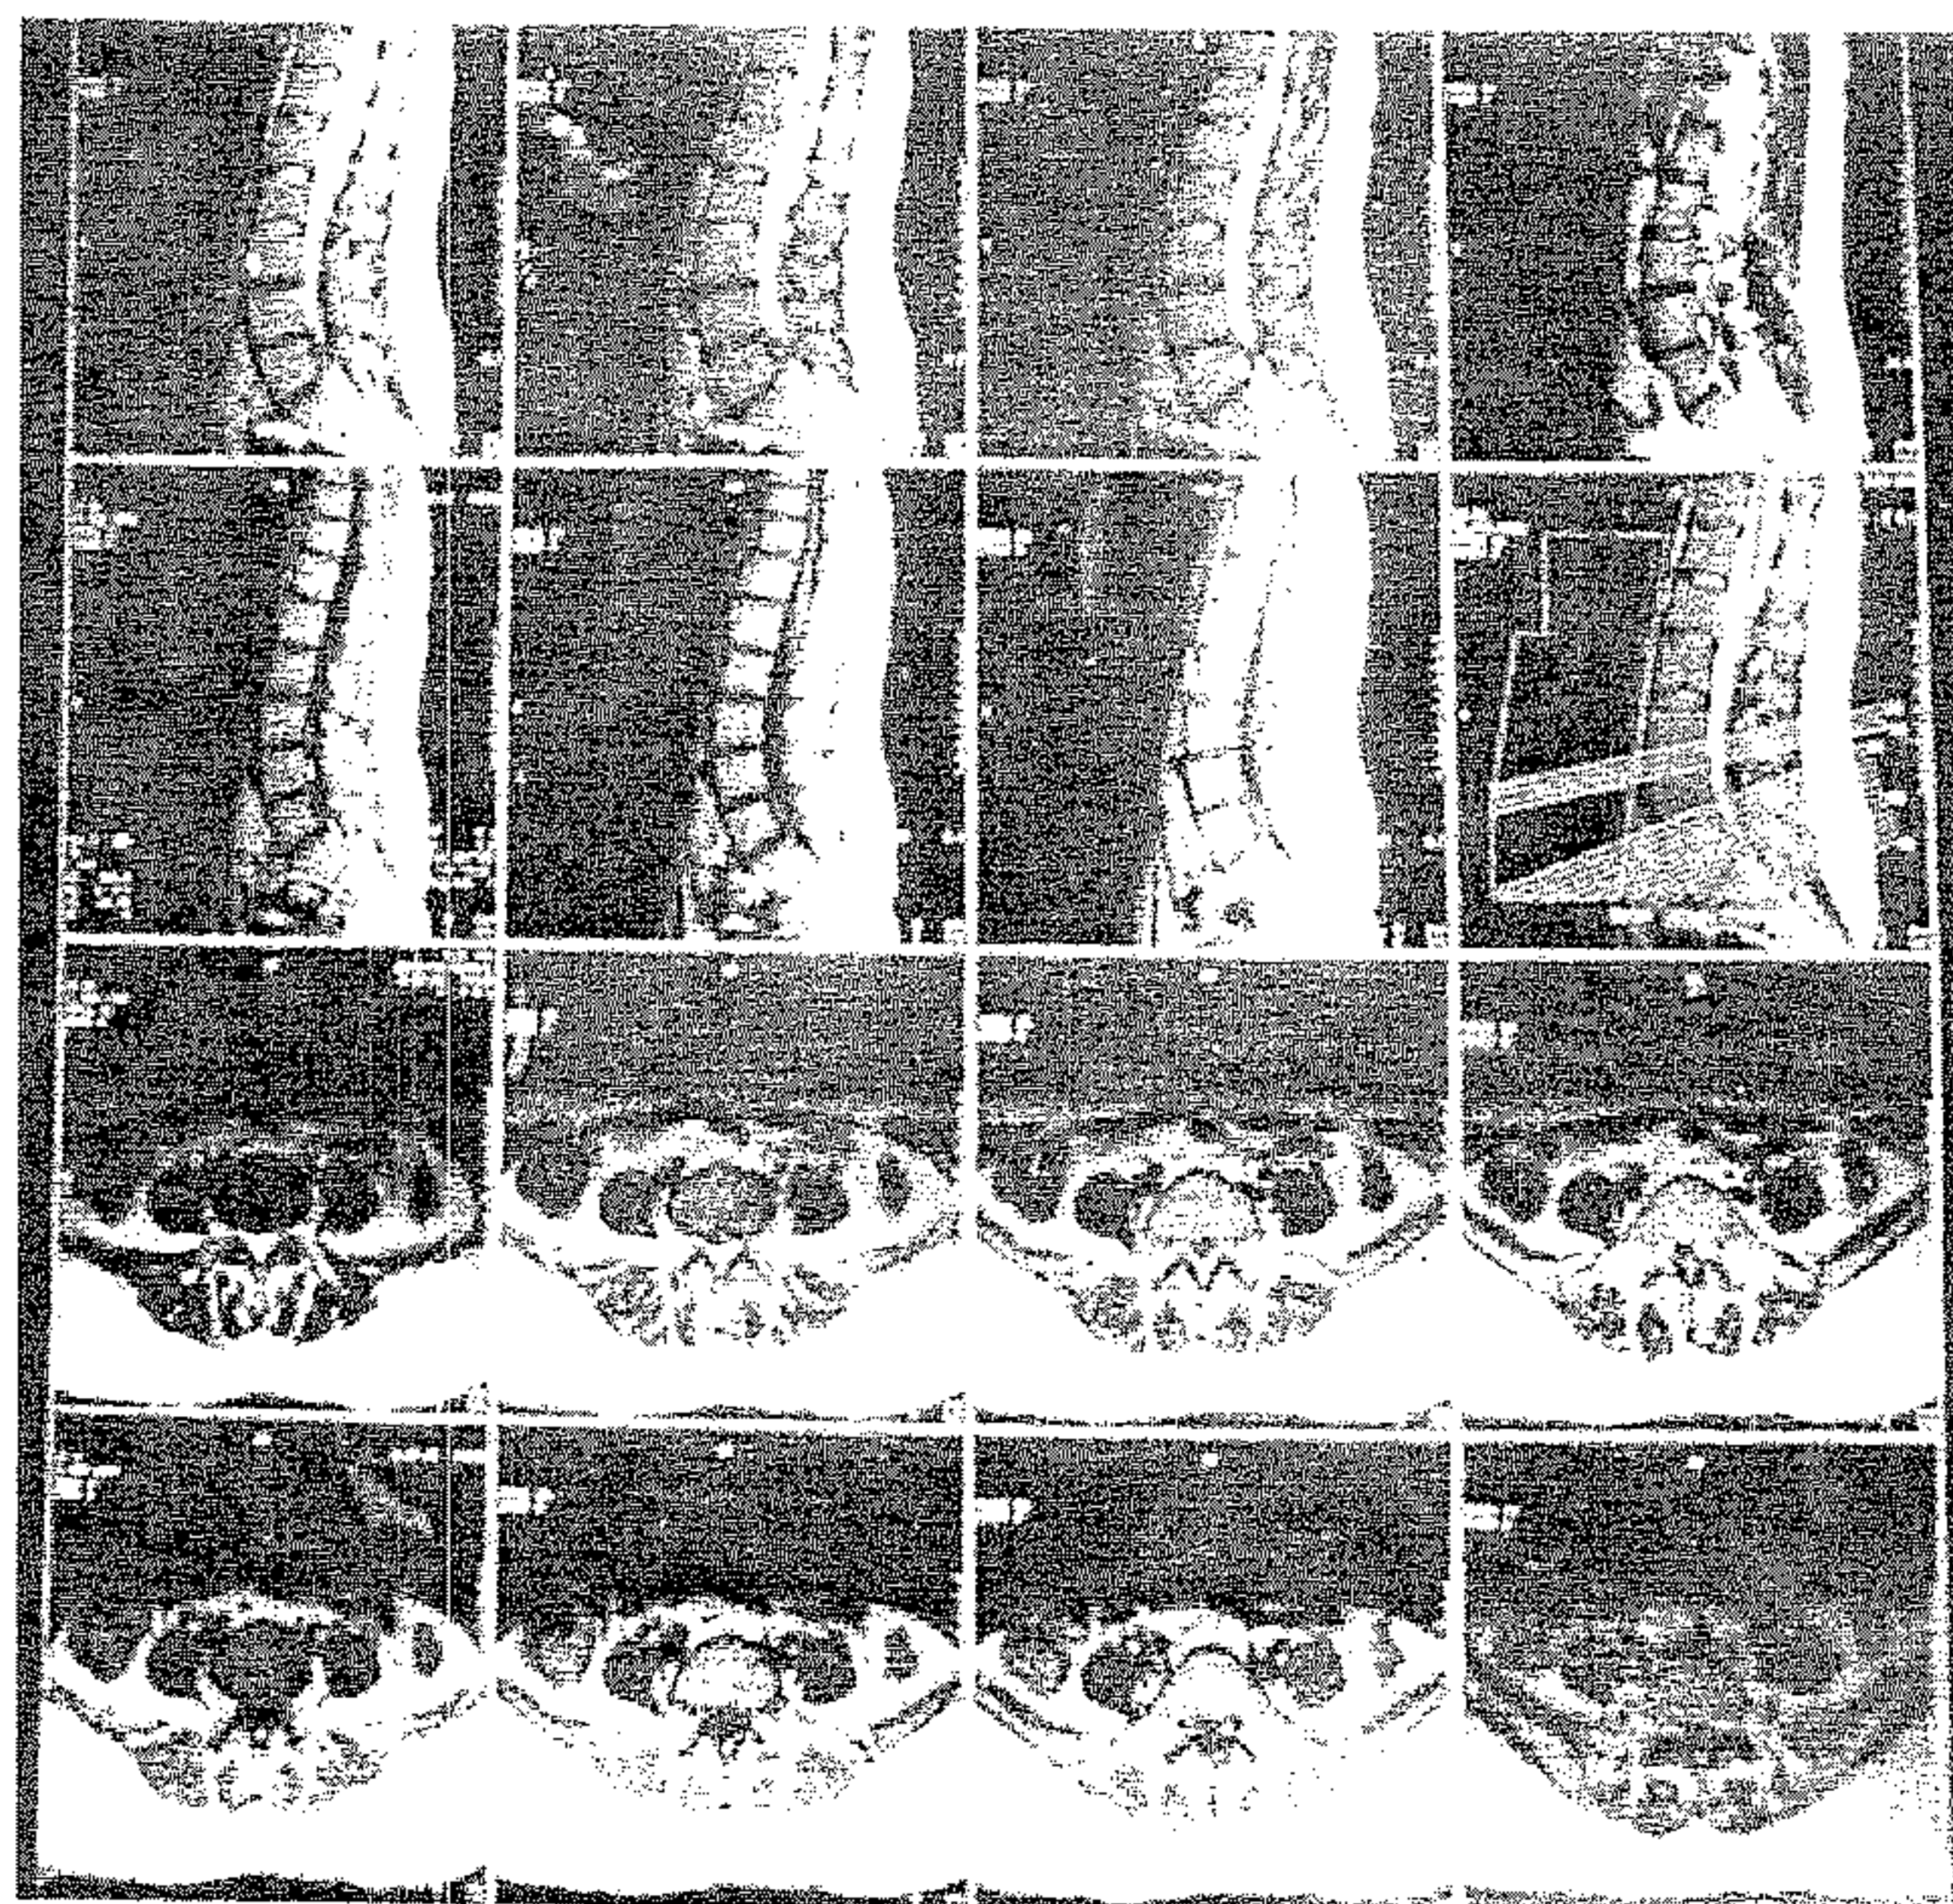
MRI în zona lombară. Hernie L4-L5 cu migrarea și sechestrarea lui.
